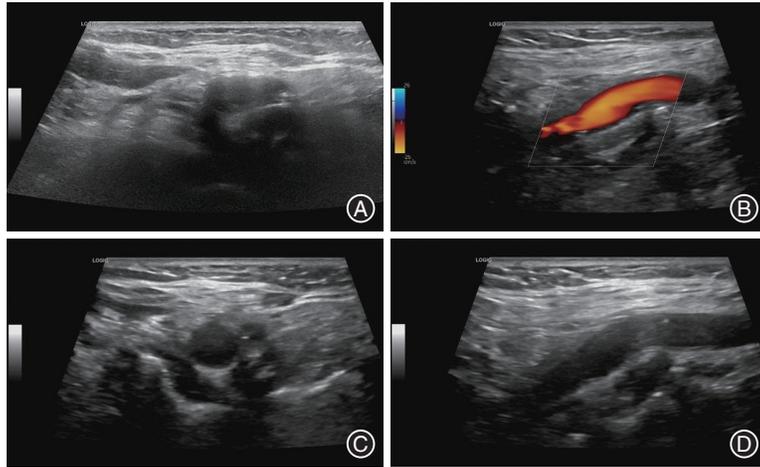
67岁女性颈部疼痛患者治疗前后的超声图像 A:治疗前,超声示右侧颈总动脉分叉处管壁弥漫性增厚、模糊,边界不清;B:治疗前彩色多普勒血流显像(CDFI):管腔内血流通畅,充盈可,其周围组织略增厚;C:口服塞来昔布胶囊治疗2周后,超声(血管横切面)示血管周围浸润明显减轻;D:口服塞来昔布胶囊治疗2周后,超声(血管纵切面)示原有动脉管壁增厚处周围软组织与血管壁分界较前清晰。
